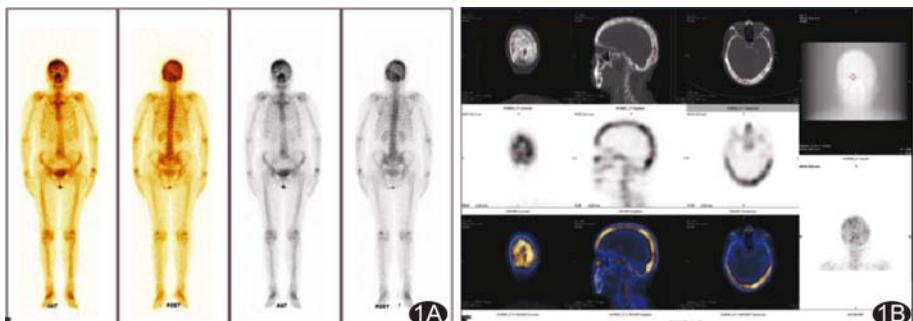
PDB影像学表现 A. 全身骨显像; B. SPECT/CT断层显像
